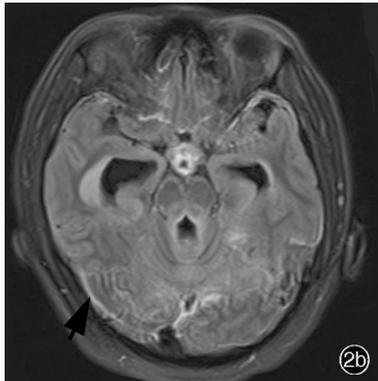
Head CT findings Axial CT (the level of basal ganglia) showed no obvious abnormality of brain mass density, shallowed sulcus and fission with swelling of brain tissue, and expanded supratentorial ventricular system (arrow indicates, Panel 1a). Axial CT (the level of caudate nucleus body) showed the drainage tube shadow could be seen within lateral ventricle after ventricular external drainage; sulcus and fission were shallowed, especially at the right side; supratentorial ventricular system was obviously expanded (arrow indicates); gas-fluid levels could be seen in the frontal angle of left lateral ventricle (Panel 1b). Figure 2 Head MRI findings 5 d after admission (March 18, 2015) Axial T₂WI showed high-intensity signals around ventricle (arrow indicates), sulcus and fission were shallowed with swelling of brain tissue, and midline shift was not found (Panel 2a). Axial enhanced FLAIR showed dura mater enhancement on the level of ependyma, longitudinal fissure and cerebral peduncle (arrow indicates), considering ependymitis (Panel 2b).
